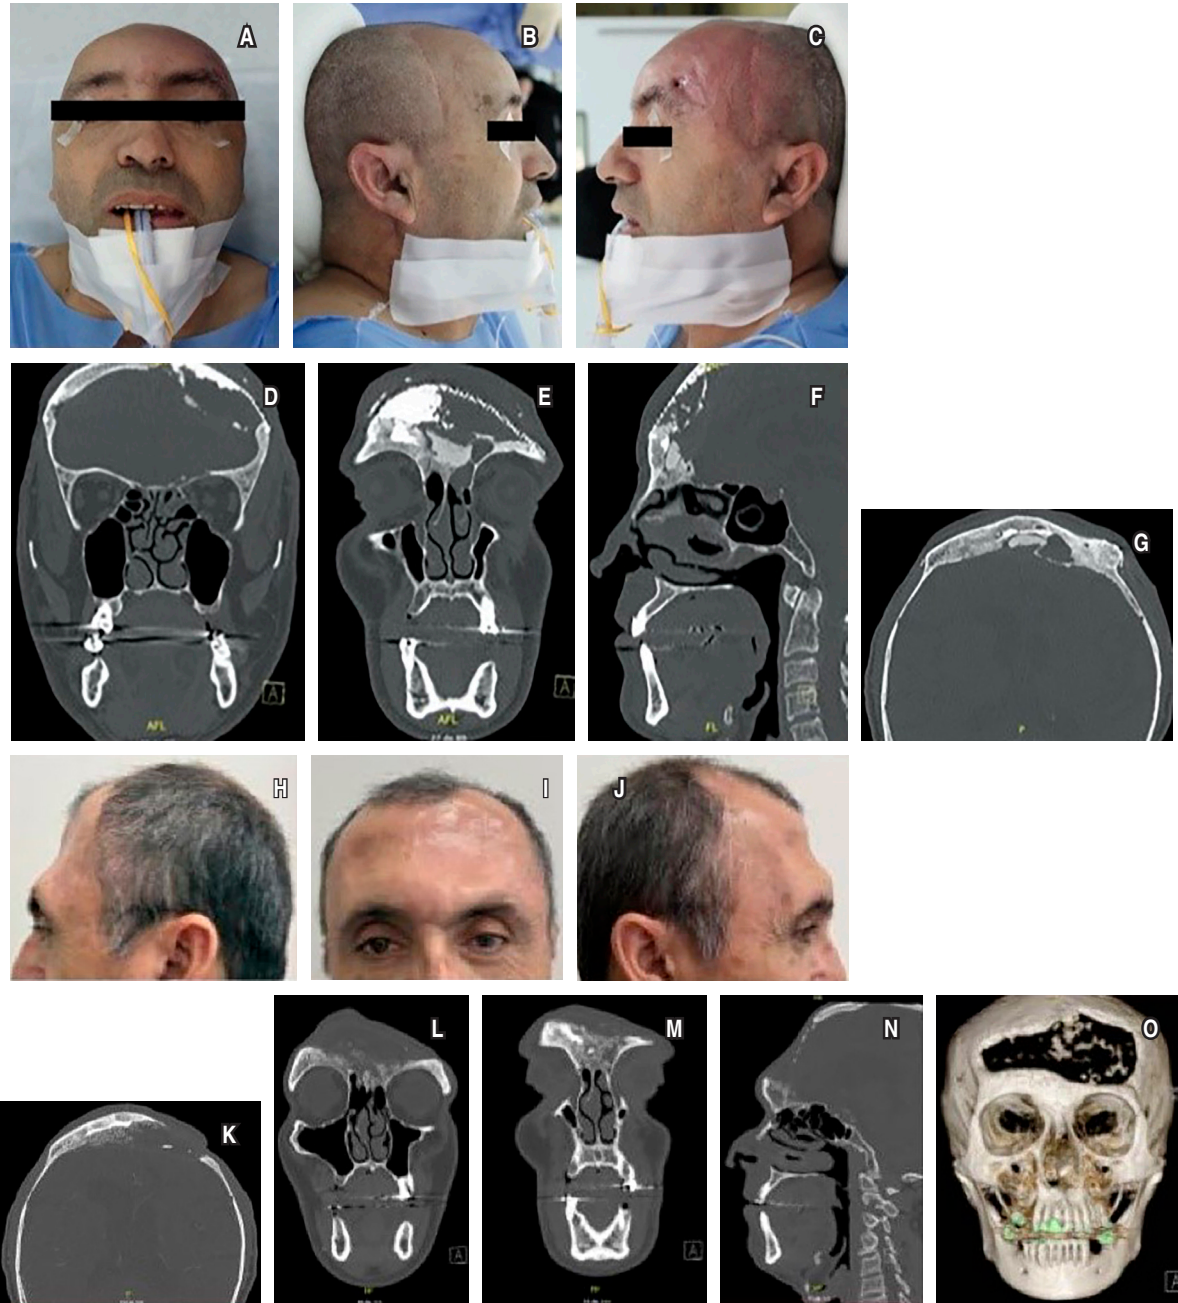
Imágenes preoperatorias clínicas (A-C) y cortes de tomografía axial computarizada (D-G). Control postoperatorio: fotografías clínicas (H-J) y cortes de tomografía computarizada (K-O) reconstrucción 3D.
